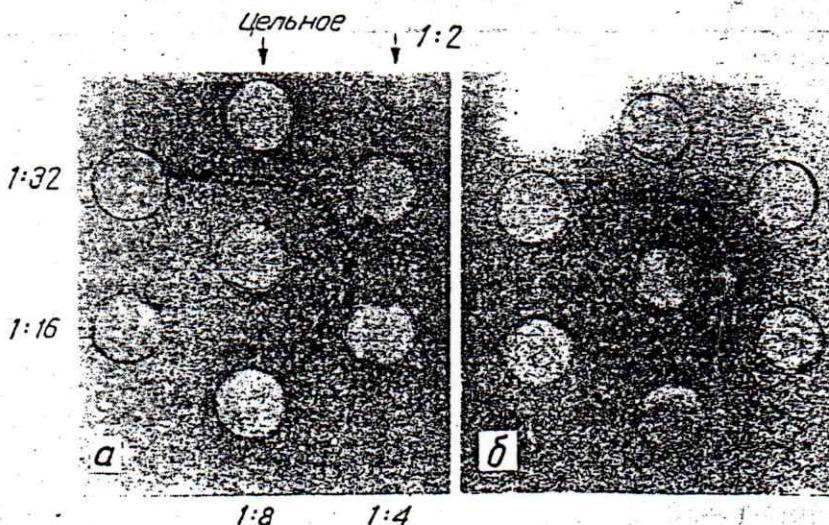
Определение специфичности элюата колонки после иммуносорбции к иммуноглобулинам человека с помощью иммунодиффузии по Оухтерлони.
